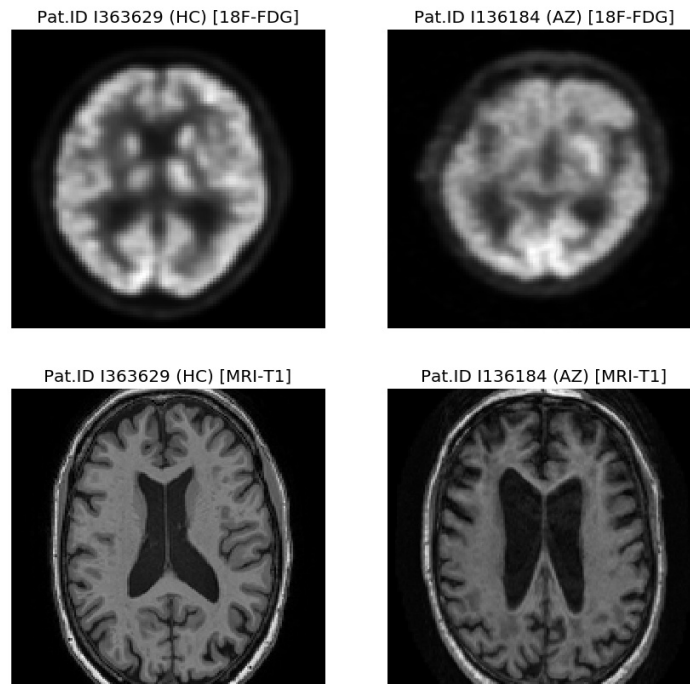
Vista axial de un sujeto sano (etiquetado como HC) y un sujeto con EA avanzada (etiquetado como AZ) de la base de datos ADNI. Imagen funcional 18F-FDG PET (fila superior) e imagen estructural MRI-1T (fila inferior).
